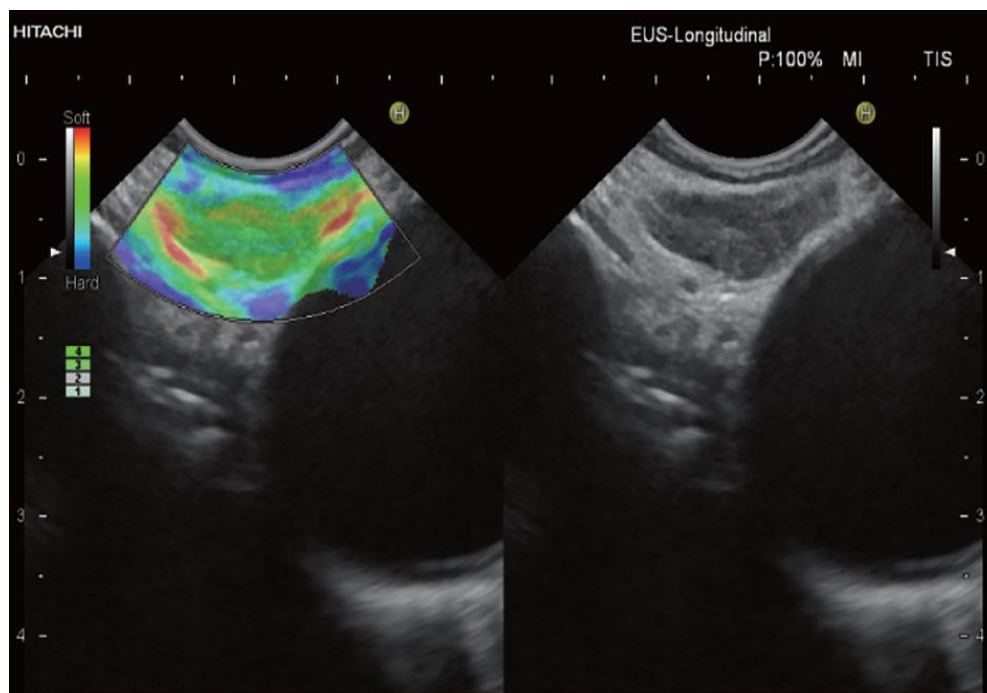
Imagen de elastografía típica de un ganglio linfático benigno: se evidencia un patrón suave homogéneo (predominio de color verde), con las estructuras vascular hiliares que muestran consistencia blanda (predominio de color rojo y amarillo). Imagen extraída de Christoph F. Dietrich et al, Endoscopic ultrasound: Elastographic lymph node evaluation. Endoscopic ultrasound7Jul-Sep 2015/Vol 4/Issue 3. (45)
